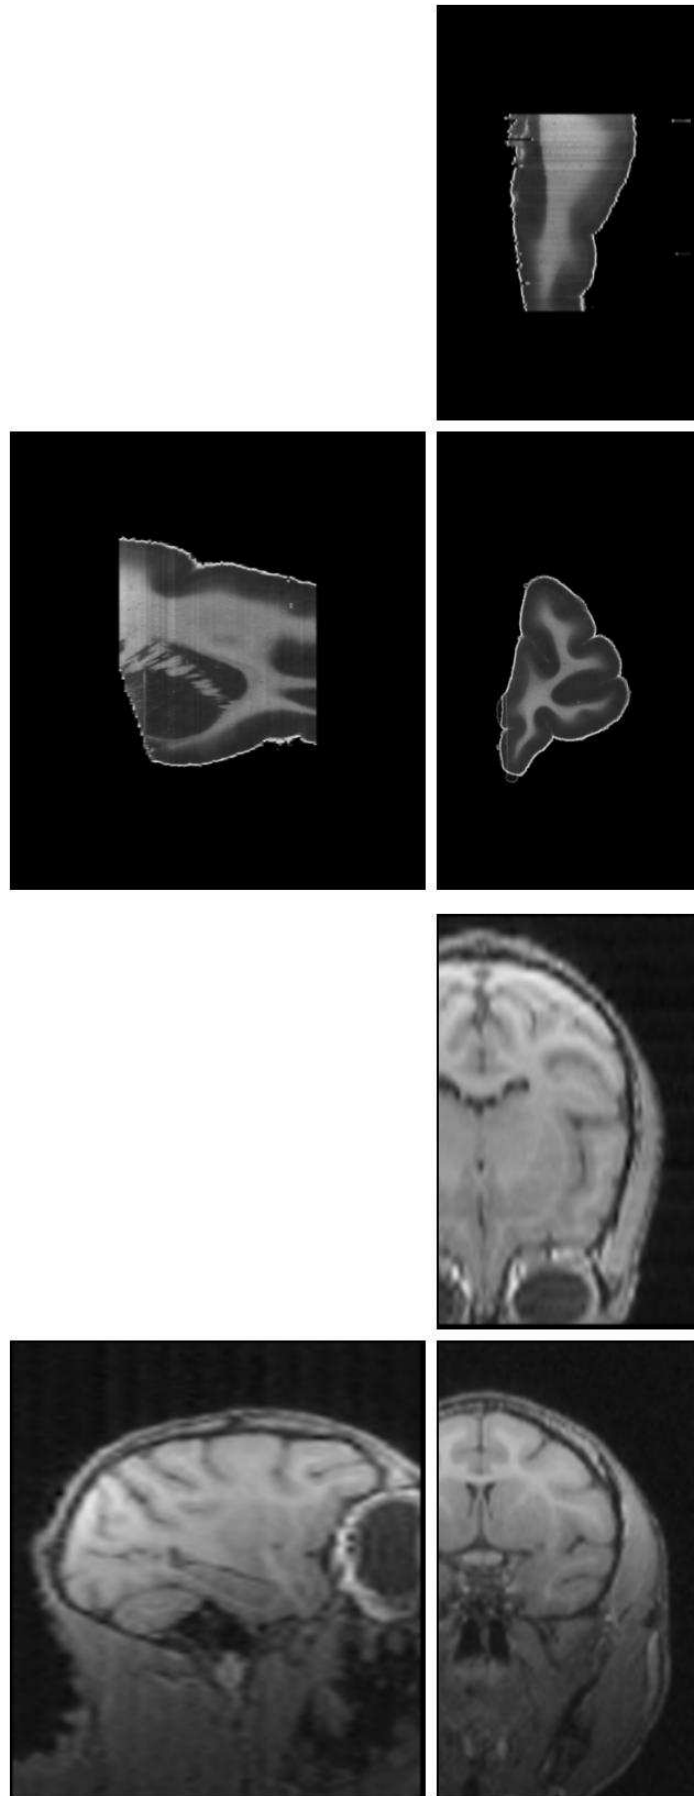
Position initiale du bloc antérieur des images autoradiographiques dans la géométrie de l'image IRM.*
